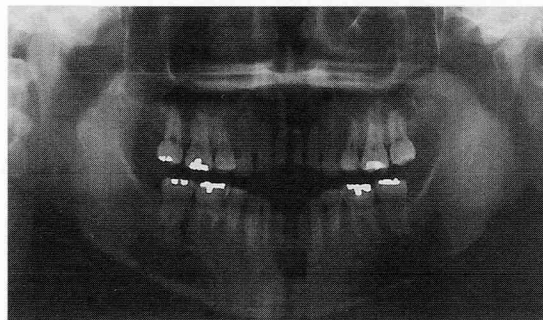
Post-treatment panorama radiographs
